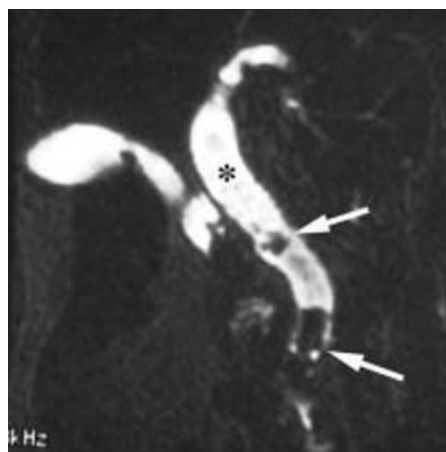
Image d'une cholangio IRM en coupe coronale en faveur d'une aérobilie
